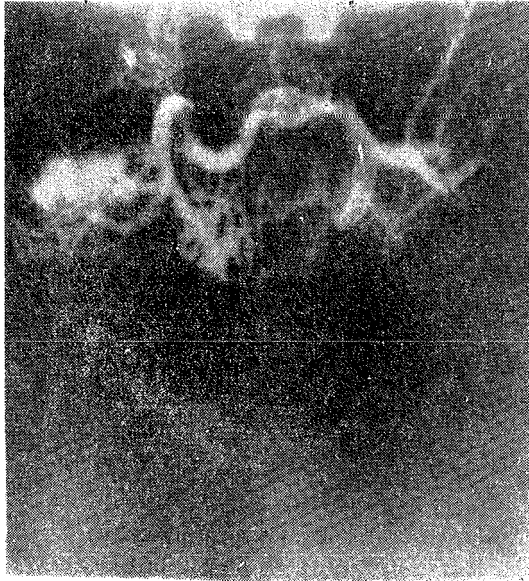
V — Budd ciharı sendromu ve Vena kava inferior tıkanmasında vena kava grafisi.
